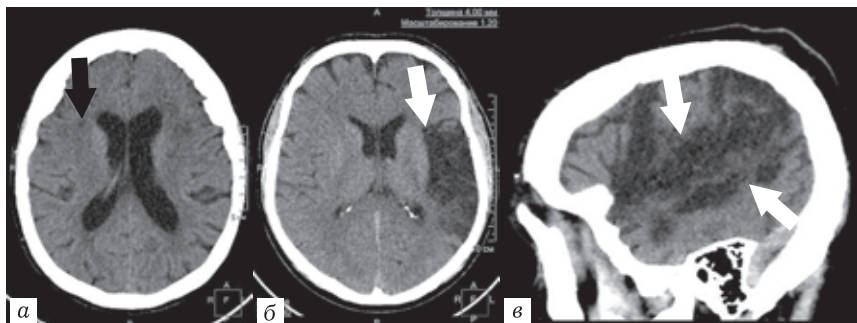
Бесконтрастные рентгеновские компьютерные томограммы головного мозга: *a* — изображение в аксиальной плоскости, отдельные очаги пониженной плотности в лобных долях с обеих сторон (черные стрелки) — вероятно сосудистого генеза; *б, в* — обширная зона пониженной (близкой к ликворной) плотности в левой лобно-височно-теменной области (белые стрелки) — следствие нарушения мозгового кровообращения
